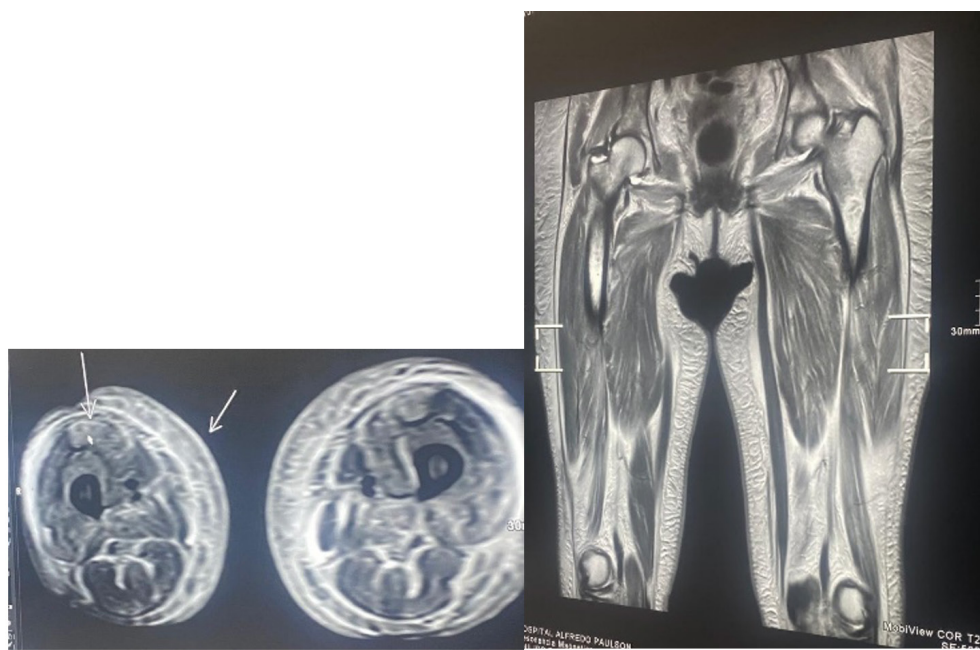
RMN simple y contrastada de muslo y cadera. Hiperintensidad a nivel muscular.
